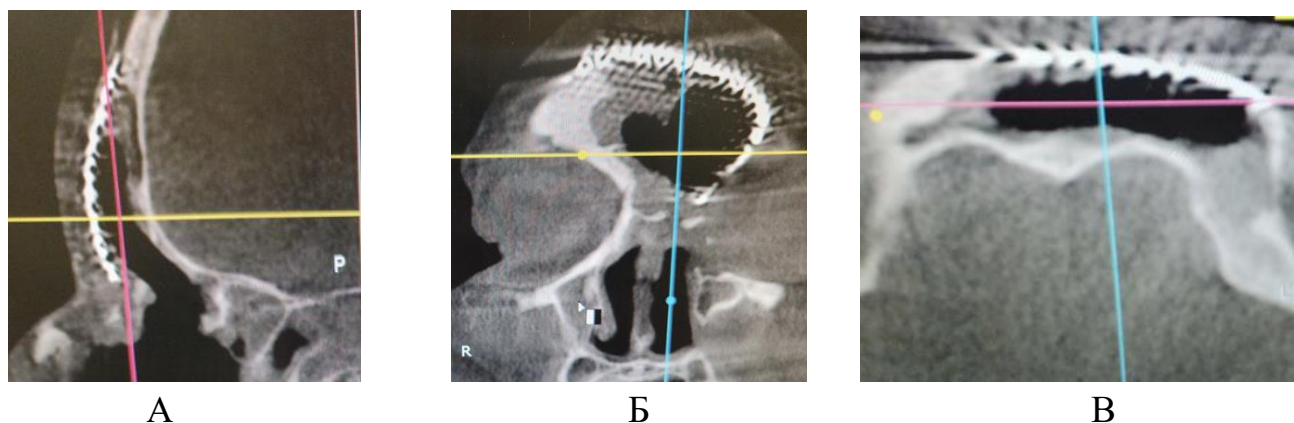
Компьютерная томограмма пациентки с коморбидной формой заболевания (ХПРС+БА+АГ) Th2- фенотип после лечения, в сагиттальной (А), коронарной (Б) аксиальной (В) проекциях.
